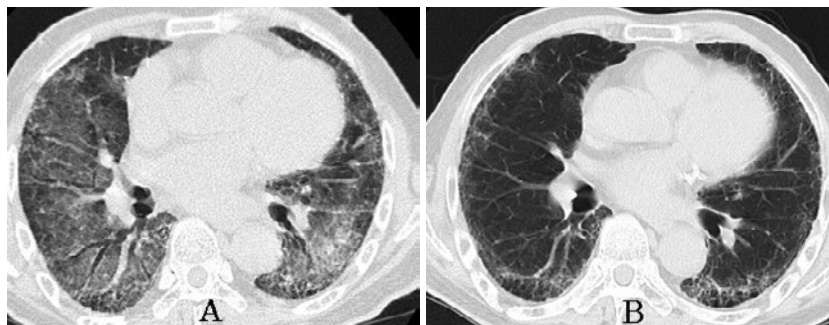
(A) 入院時胸部CT. 両肺に蜂巣肺を伴う, びまん性のすりガラス陰影を認める.
